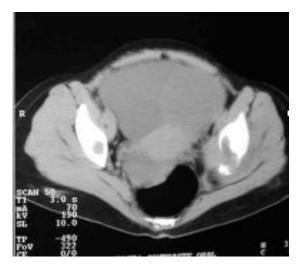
TAC de abdomen y pelvis. Tumor mixto intraabdominal y pélvico y lesiones osteolíticas en cuello de fémur izquierdo.
